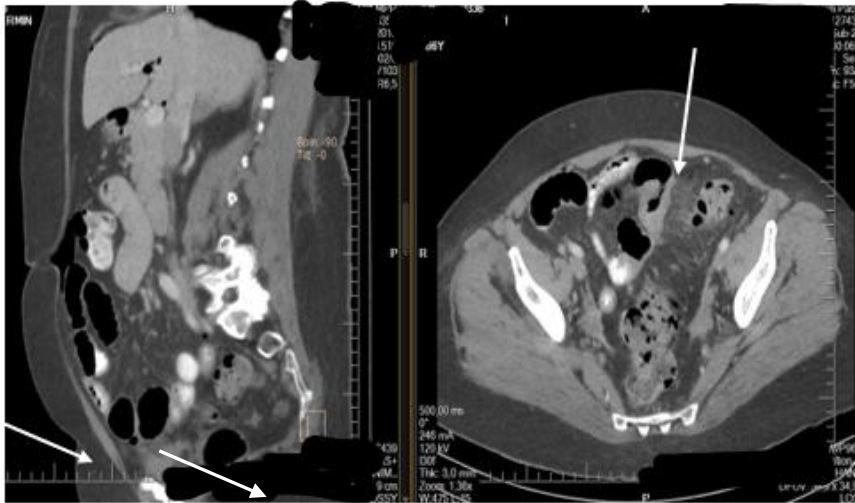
Hinchey 2 bilgisayarlı tomografi görüntüsü (beyaz oklar apse alanını işaret ediyor)(<https://radiopaedia.org/cases/diverticulitis-and-diverticular-abscess>)
